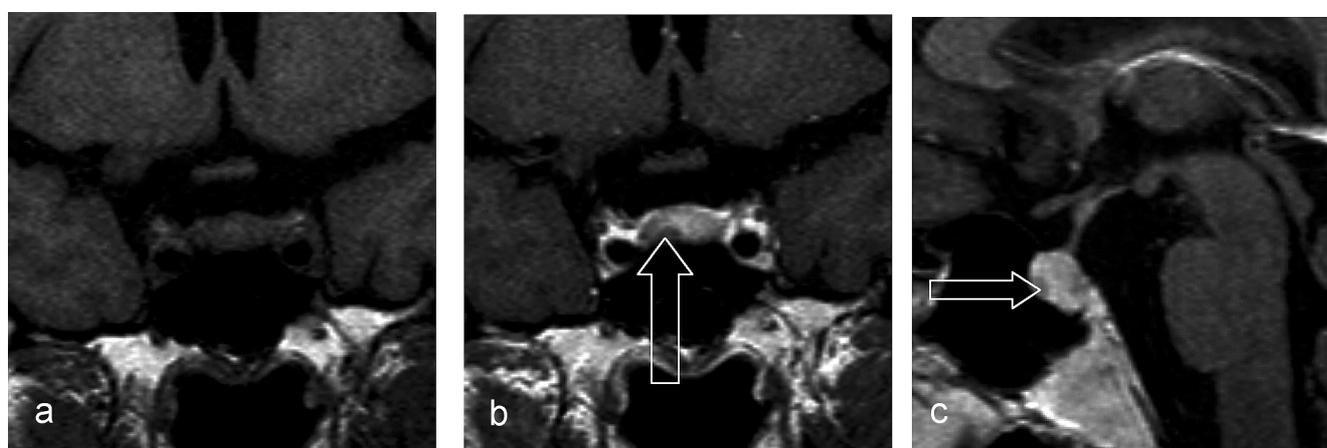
Mikroadenom der Hypophyse (ACTH-produzierendes Hypophysenadenom) in der Magnet-Resonanztomographie. Die T1-gewichtete Aufnahme (koronar, frontale Ansicht) vor Kontrastmittelgabe (a) zeigt eine normal große Hypophyse. Nach intravenöser Kontrastmittelapplikation (b) des MRT-spezifischen Kontrastmittels kommt das Mikroadenom hypointens (⇨, dunkler als das normale umgebende Hypophysengewebe) zur Darstellung. Auch die sagittale Aufnahme (in der Mittellinie des Körpers verlaufende Schichtebene) nach Kontrastmittelapplikation zeigt das im vorderen Anteil des HVL gelegene Mikroadenom als hypointensen Tumorknoten (⇨).
